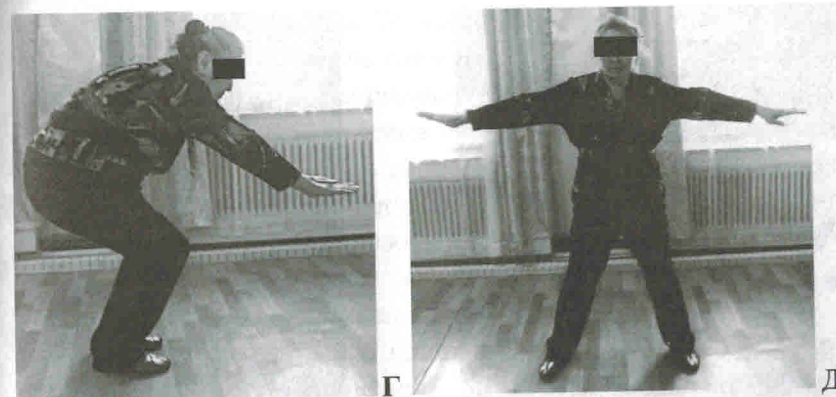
Рентгенограммы правого тазобедренного сустава пострадавшей Ж 1940 г. р. А — при поступлении в клинику, Б — после репозиции и остеосинтеза, В — после удаление фиксирующих спиц. Г и Д — функциональные возможности пациентки через 4 года после травмы.
